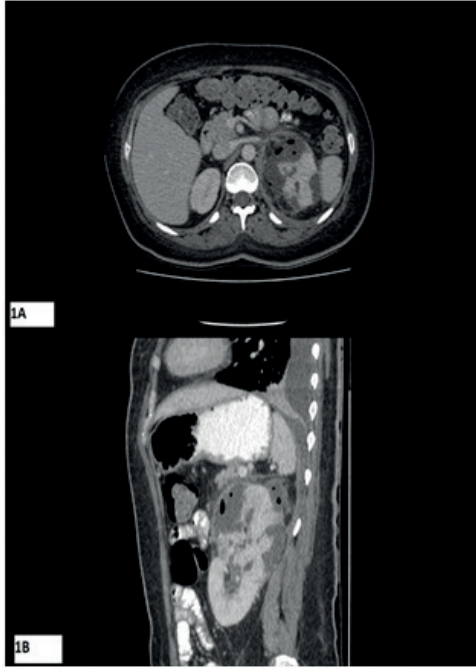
B Axial and sagittal CT images of upper abdomen obtained before the treatment shows swollen left kidney with upper parenchymal destruction and renal fluid collection containing gas bubbles in the upper half. These imaging findings are consisted with type 2 emphysematous pyelonephritis.
